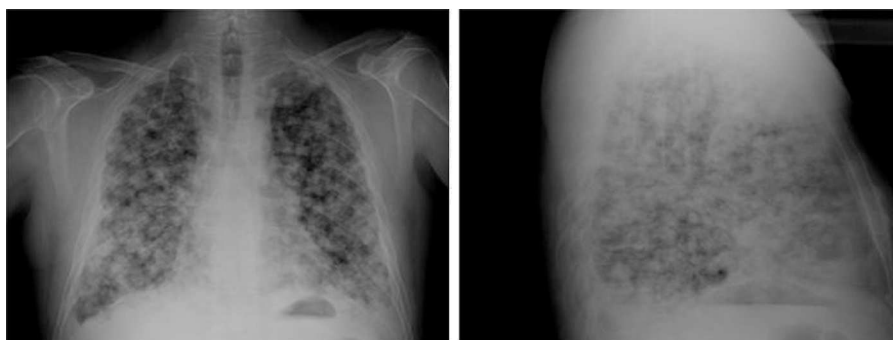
Radiografía simple de tórax PA y L en la que se aprecia un infiltrado macronodular bilateral formando una imagen en «suelta de globos».
